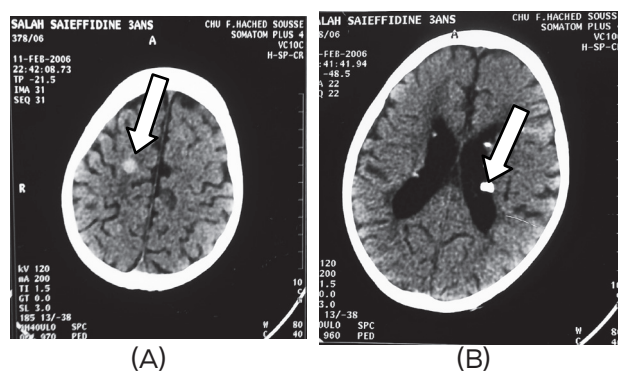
TDM cérébrale du patient N°9 montrant : A. calcifications sous corticales et B. calcifications sous épendymaires
